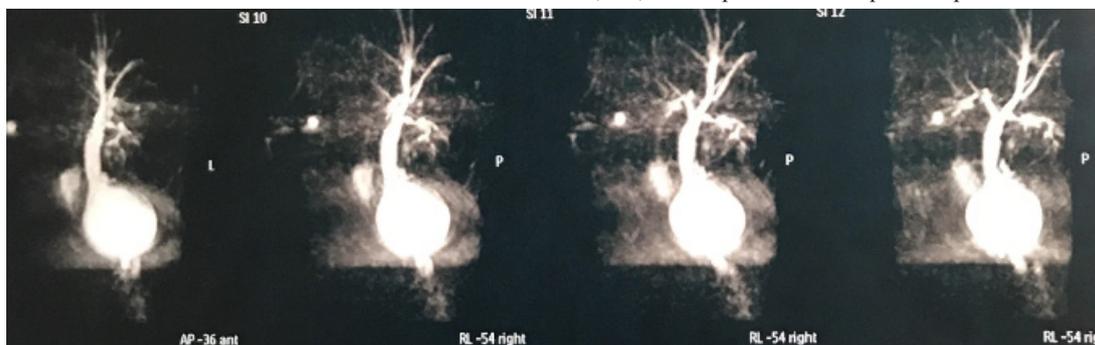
Colangiogramas de ressonância com lesão de 4,5 x 4,2cm em terço médio/distal de ducto hepatocolédoco com limites bem definidos em íntima relação com a porção cefálica do pâncreas causando leve ectasia de colédoco (1cm)
